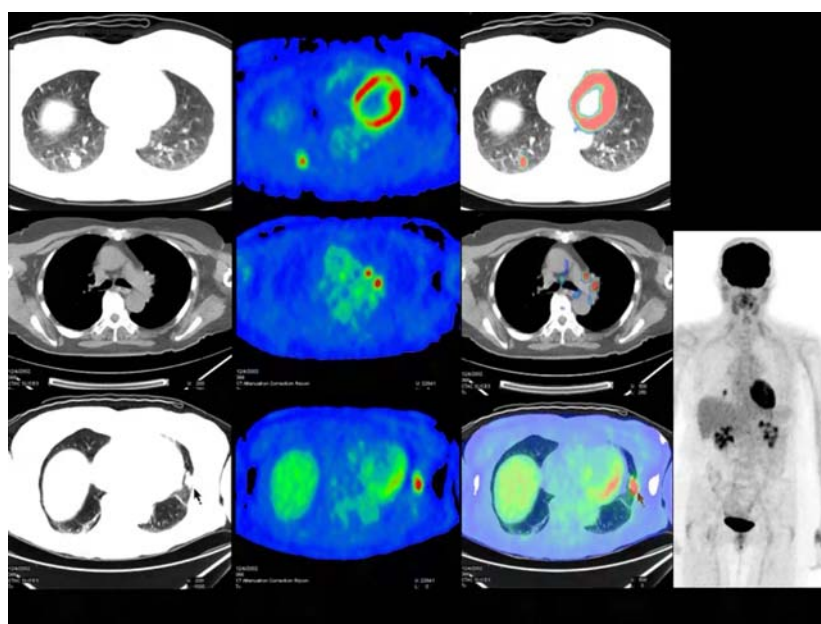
Imágenes de PET-TAC en paciente con neoplasia pulmonar.
